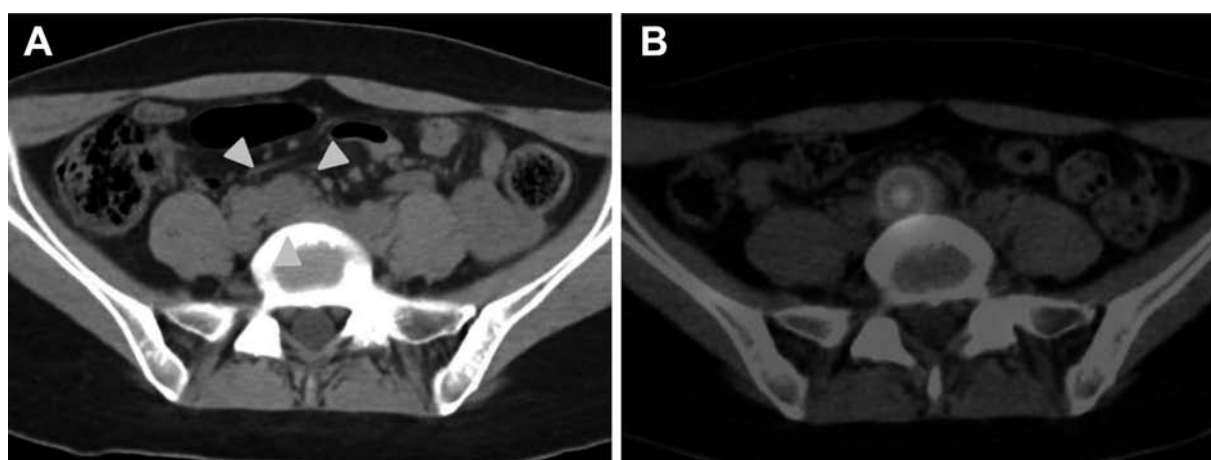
CT and ^{131}I -MIBG SPECT. (A) The plain abdominal CT scan showed a presacral mass (arrowheads). (B) The ^{131}I -MIBG SPECT showed abnormal ^{131}I -MIBG uptake at the mass.
